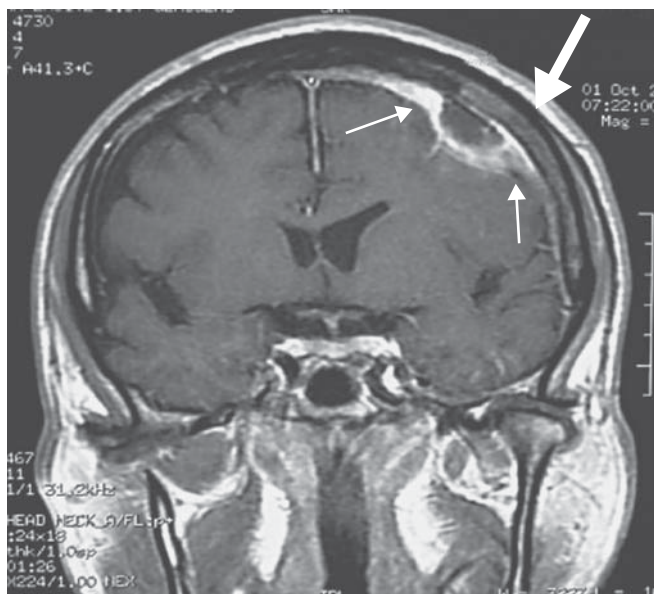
Empiema subdural. Estudio de imágenes por resonancia magnética en un paciente con un empiema subdural (flechas delgadas) con componente epidural (flecha gruesa).
